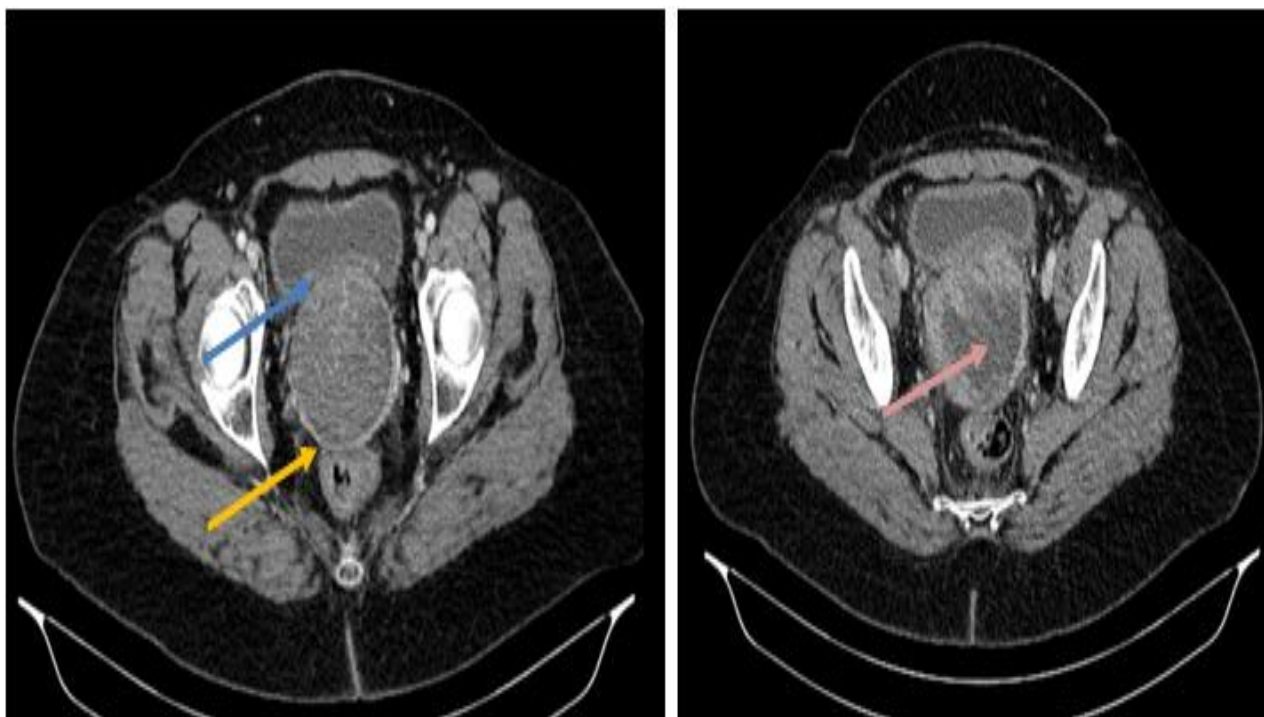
Aspect TDM abdominopelvien, après injection de PDCI, en coupes axiales : Apparition d'une masse tissulaire centrée sur le moignon vaginal, rehaussée après contraste, traversée par des petits vaisseaux, mesurant 80 x 77 x 98 mm de diamètres. Cette masse présente un contact intime avec la paroi postérieure de la vessie en avant (→), la paroi antérieure du rectum (→), avec perte du liseré de séparation : (cas n° 10)
